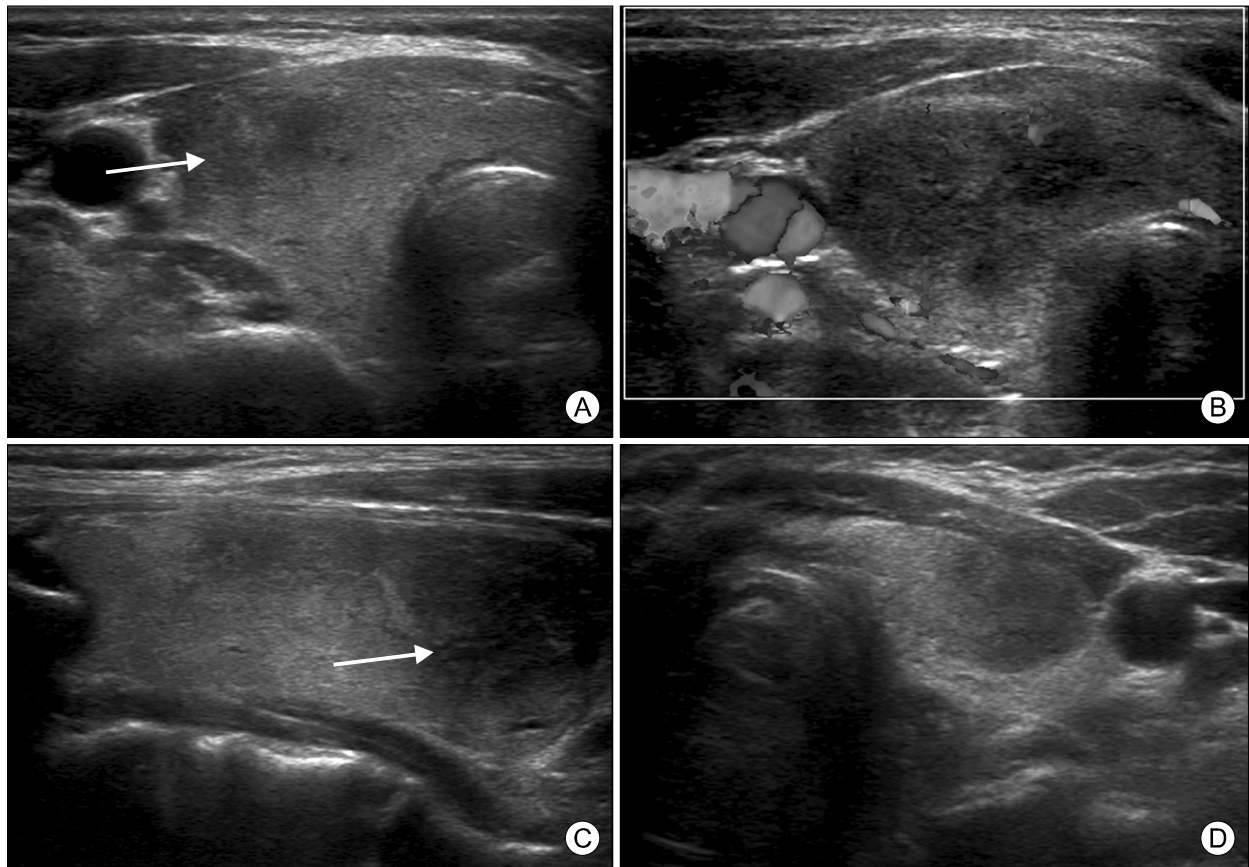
Thyroid ultrasound showed a heterogeneous parenchyma (A) and less blood flows (B) on the inferior aspects of the right lobe in transverse view and longitudinal view (C). The Left lobe showed homogeneous parenchyma in transverse view (D) during a first visit.
